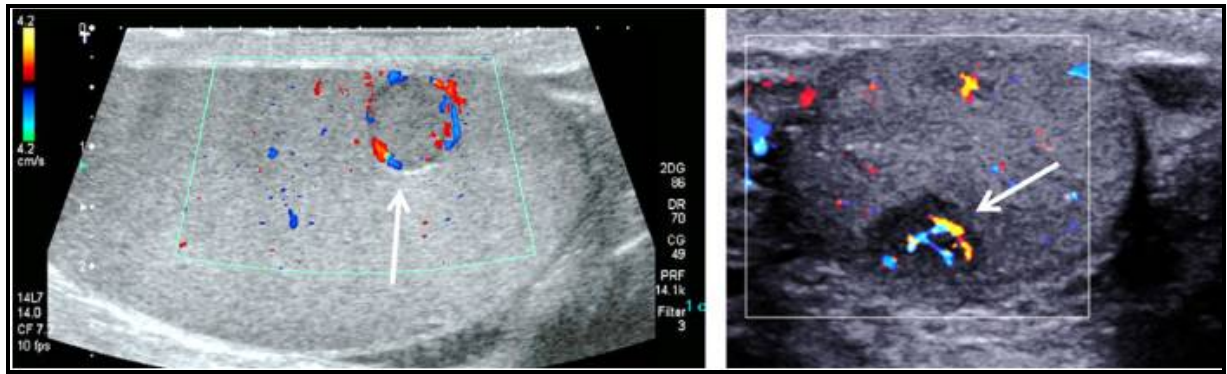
La cartographie vasculaire en écho-Doppler ; [6]
